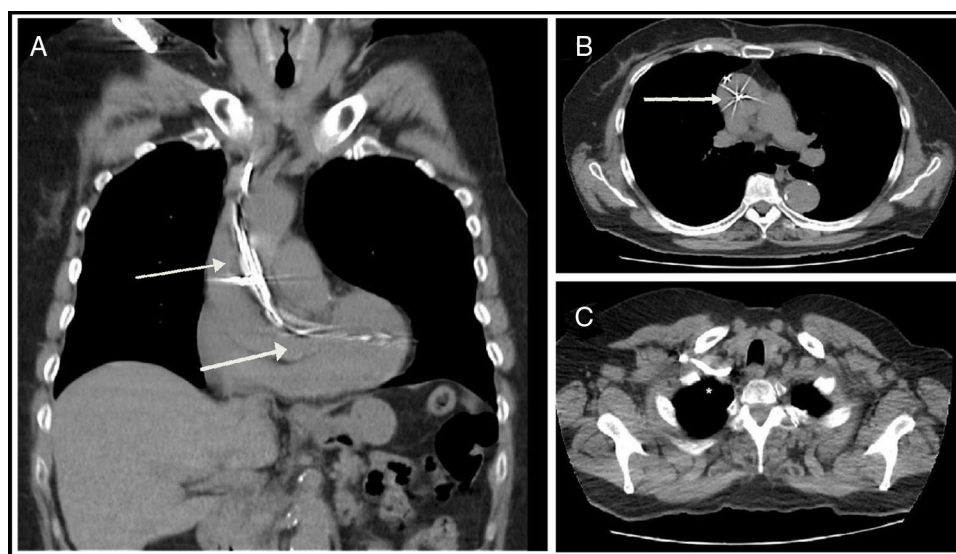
Tomografía computarizada. A) Corte coronal. Permite observar la entrada de ambos catéteres a la luz aórtica, y la progresión del catéter ventricular hasta la pared lateral del ventrículo izquierdo atravesando la válvula aórtica. B) Corte axial a nivel de la aorta ascendente que permite confirmar la presencia de 2 catéteres dentro de la misma. C) Corte axial a nivel de la base del cuello que permite confirmar la entrada de los catéteres por la arteria subclavia (*).
